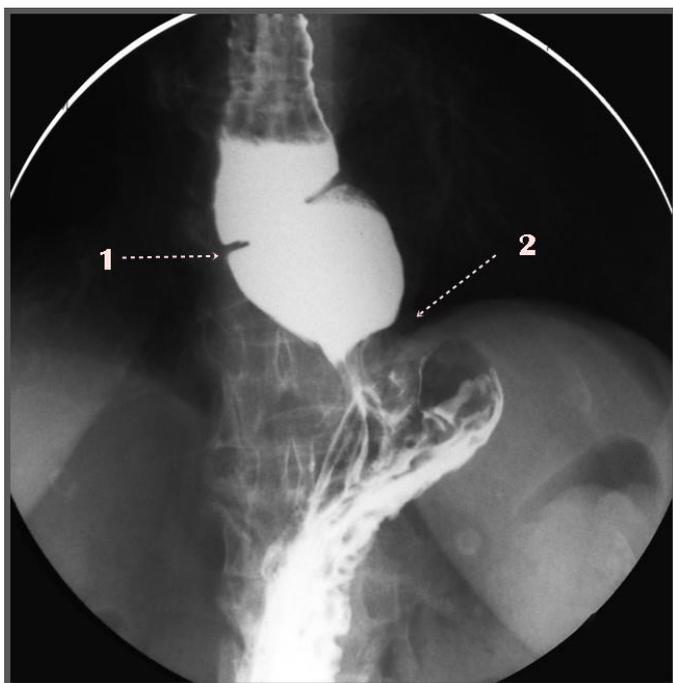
Рентгенологические признаки атонии пищевода: 1. – расширение желудка, находящегося в заднем средостении; 2. – уровень диафрагмы.
